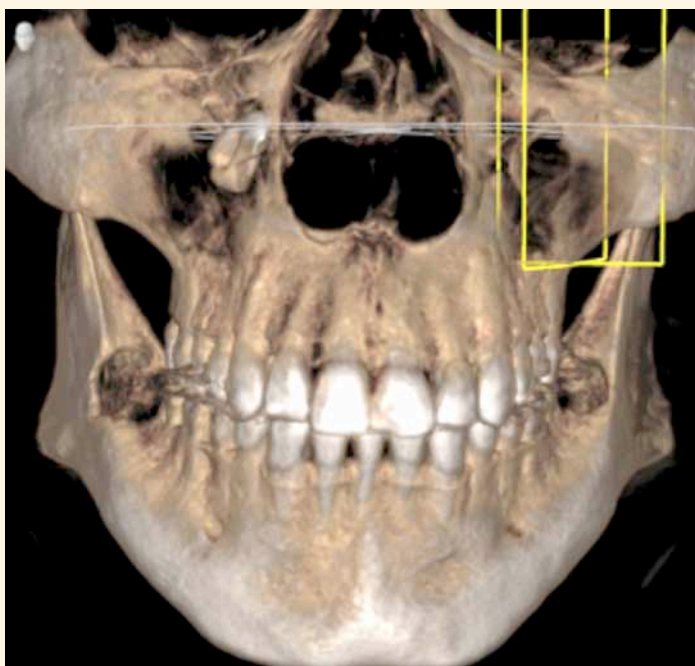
Reconstrucción volumétrica de una tomografía computarizada que muestra el desplazamiento de un tercer molar dentro del seno maxilar derecho.
